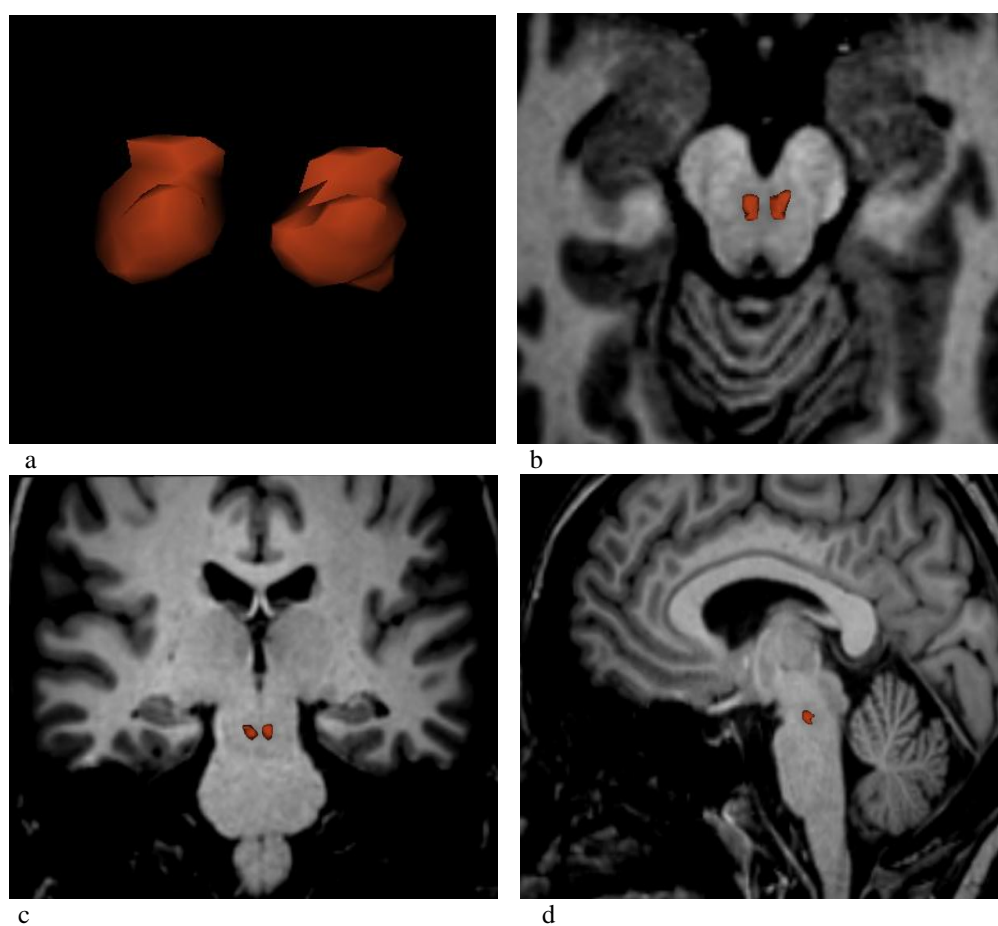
Reconstrucciones volumétricas de ambos núcleos rojos (a) y su proyección sobre imágenes de RM, secuencia 3D FSPGR, en los tres planos del espacio, axial (b), coronal (c) y sagital (d).
